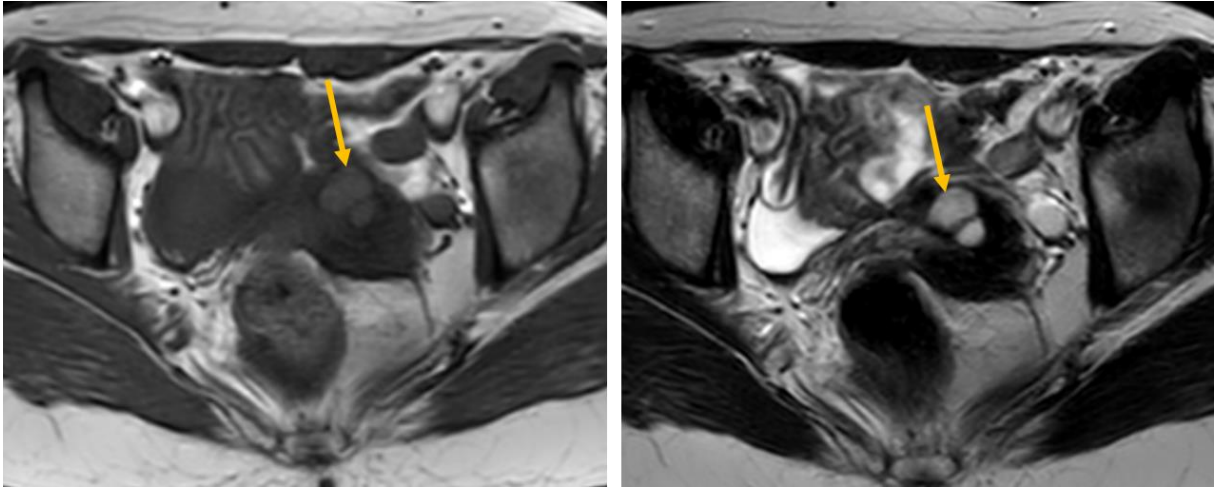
IRM en coupes axiales T1 et T2 montrant une masse rétractile retro cervicale adhérent a la paroi rectale et renfermant des logettes en hypersignal T1, et T2.
